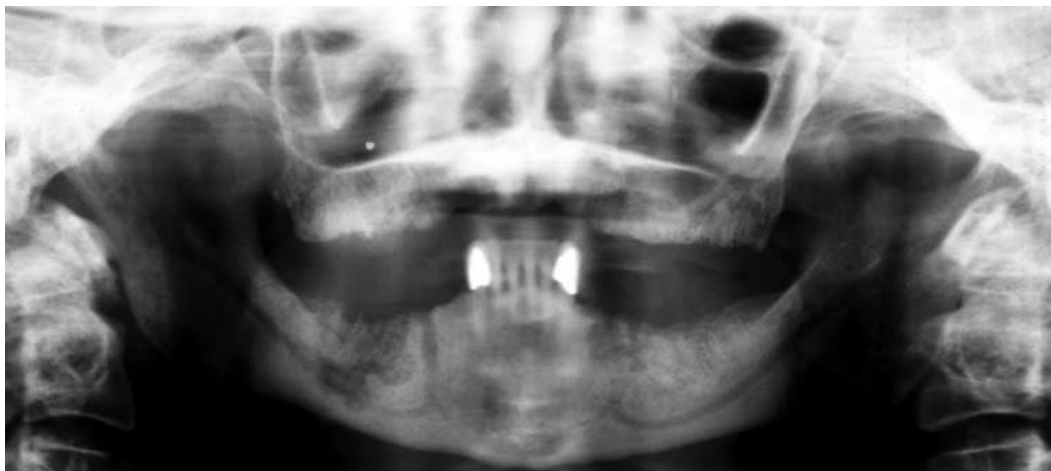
Radiografía panorámica que muestra osteólisis con un patrón “moteado” típico en la mandíbula de un paciente con historia de haber recibido terapia a base de zoledronato. La extensión de la osteólisis en el canal alveolar inferior del lado derecho se relaciona con parestesia del nervio mandibular.⁶⁵
